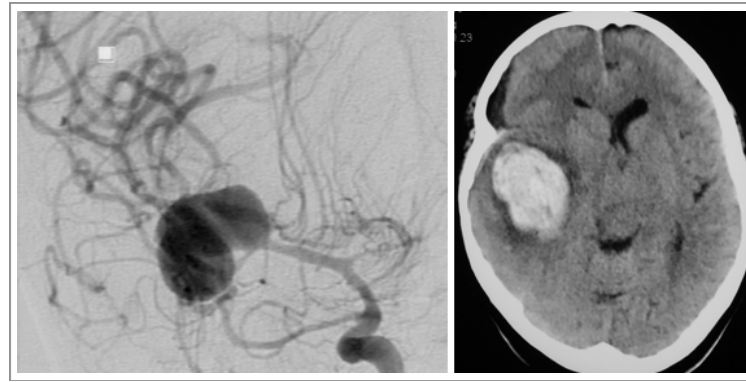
Aneurisma gigante de la ACM derecha, imagen de ASD, con HSA y hematoma intraparenquimatoso, TC craneal sin contraste (Fisher 4).
